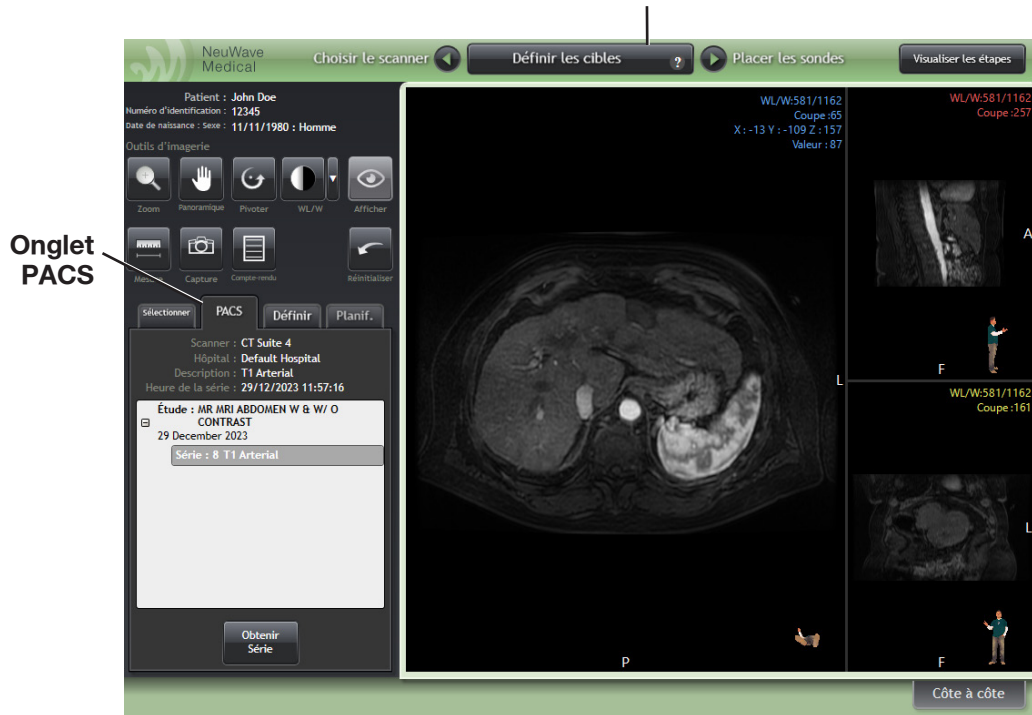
L'onglet « PACS » dans l'écran « Définir les cibles ». Une série d'images IRM antérieures est affichée sous l'onglet « PACS ». La série a été sélectionnée et les images ont été téléchargées (« obtenues » ou « extraites »).
